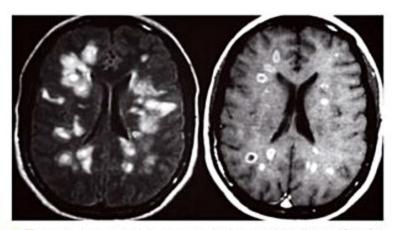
Imagem axial por ressonância magnética do encéfalo demonstrando lesões hiperintensas em T2/FLAIR (esquerda) com realce ao contraste em T1 (direita) compatíveis com encefalomielite disseminada aguda pós-vacinação para sarampo na idade adulta.
